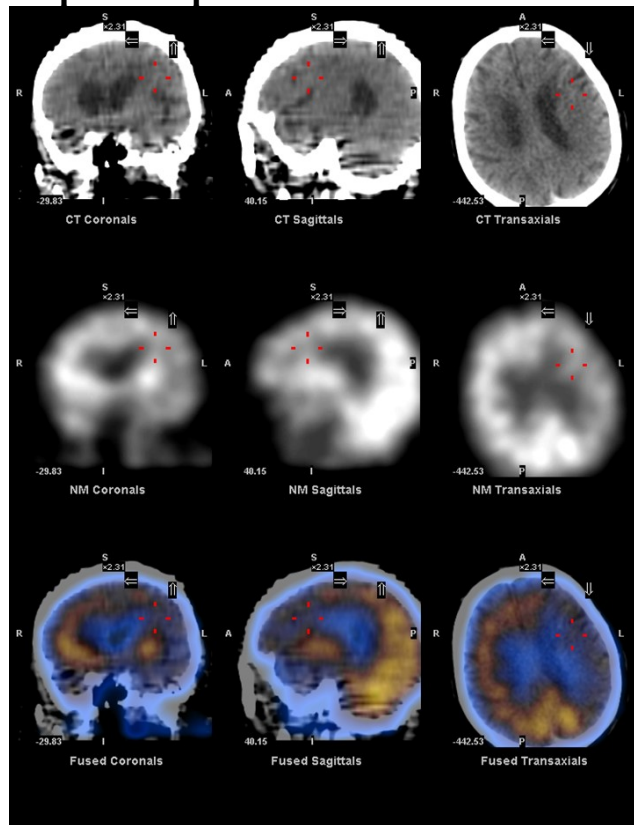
Перфузионная ОФЭКТ/КТ головного мозга. Томосцинтиграфические срезы и КТ- срезы в аксиальной, корональной и фронтальной плоскостях. Мужчина, 67 лет, балл по MMSE 26. Белыми треугольными стрелками указана гипофиксация РФП в бассейне кровоснабжения левой средней мозговой артерии, захватывающая височную, теменную и, частично, лобную долю.
